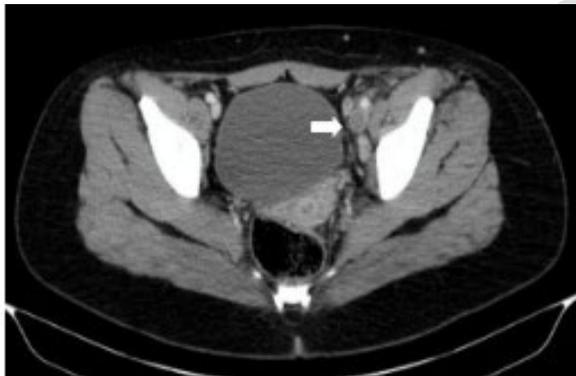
Tomografía de abdomen y pelvis con doble contraste. Trombosis de la vena íliaca izquierda (flecha blanca)
